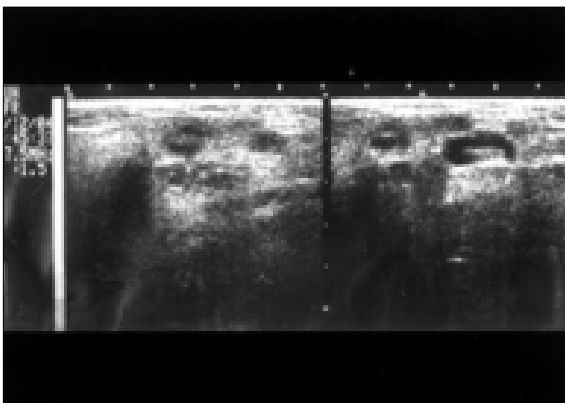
Ultrasonogram - 림프절의 비대 양상이 우측 악하 부위에서 관찰됨
